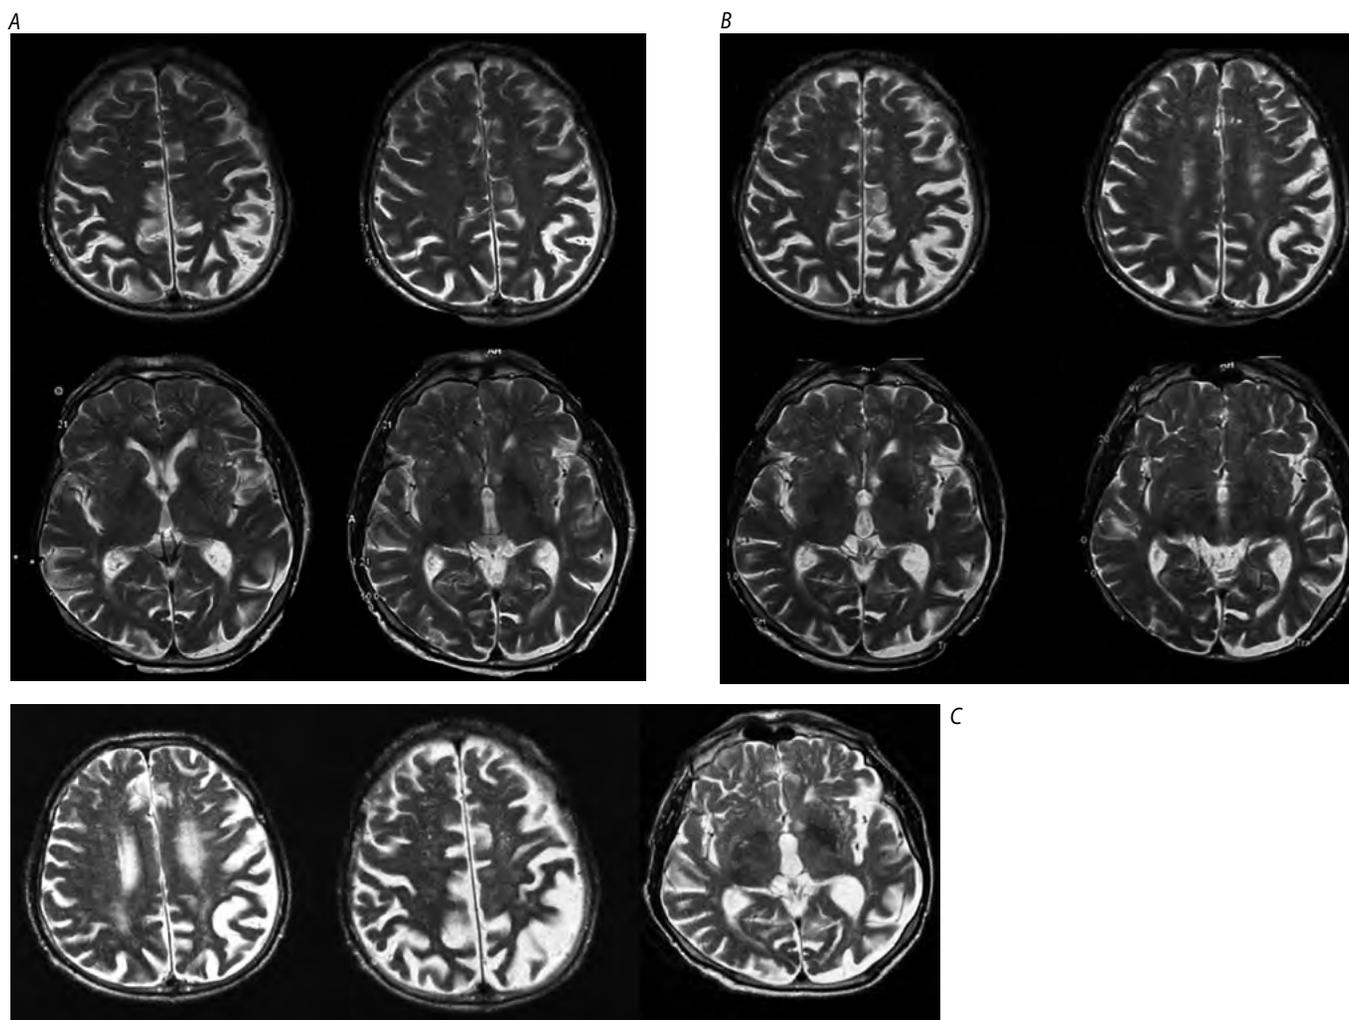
МРТ-изображения головного мозга пациента со смешанной формой ППА с последующим развитием клинически значимого кортико-базального синдрома.
